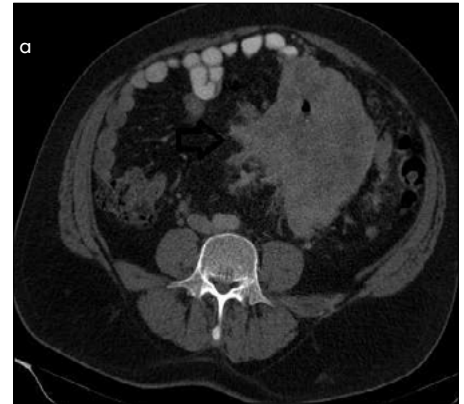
Oral ve intravenöz kontrastlı aksiyel BT incelemesinde; omentumda yerleşimli, heterojen kontrastlanma gösteren gastrointestinal stromal tümör (ok) ve eşlikli karaciğer metastazları (dolu oklar) izlenmektedir.
